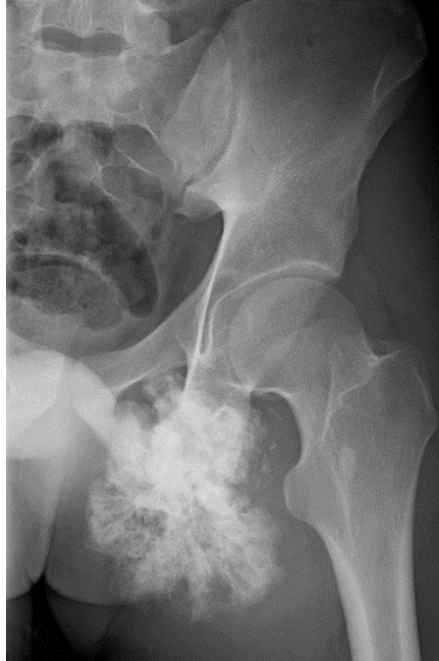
Radiographie de la hanche gauche de face : ostéochondrome. Excroissance osseuse avec aspect en chou-fleur, naissant au dépend de la branche ilio-pubienne gauche.
